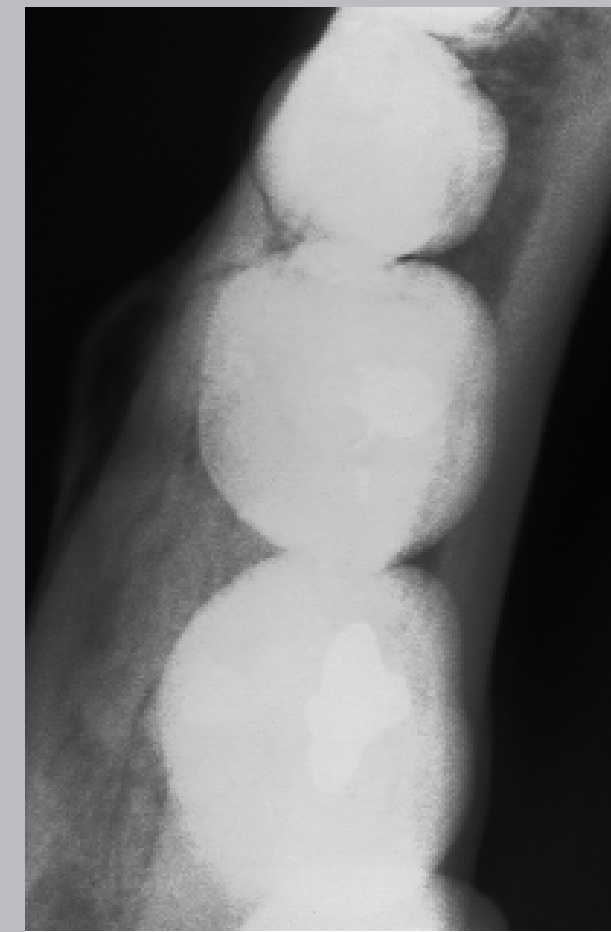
Adulto. Radiografía retroalveolar. Zona de primer molar inferior derecho. Pieza con vitalidad. Se aprecia imagen de radiopacidad irregular de límites definidos, banda radiolúcida y cortical periférica, fusionada a la raíz distal del primer molar. En radiografía oclusal se observa expansión de tabla ósea vestibular.
